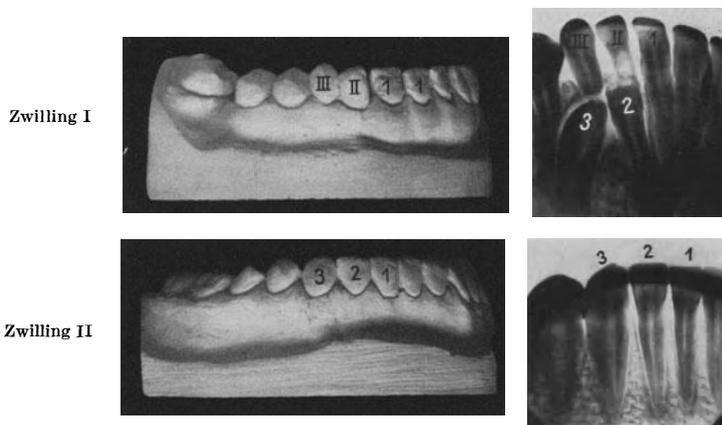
ZZ 26. Unterkiefermodelle und dazugehörige Röntgenaufnahmen. Retention von  $\overline{32}$  bei Zwilling I.
